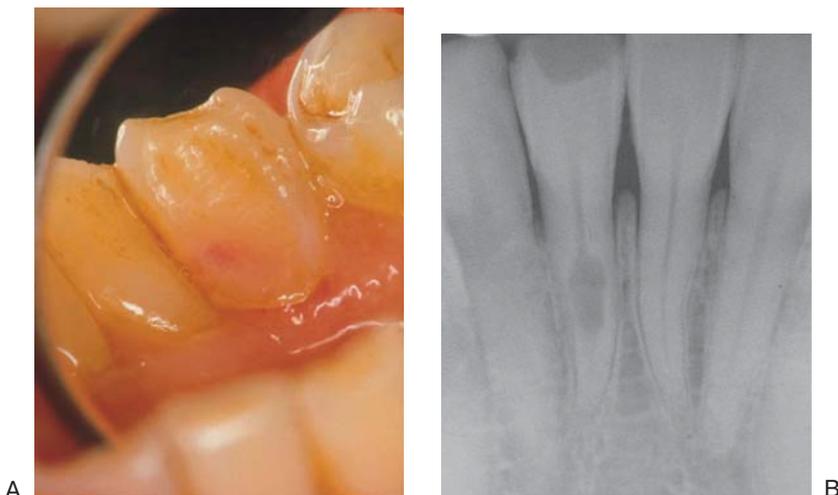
Внутренняя резорбция зуба. Клиническая картина (А) и рентгенограмма (В) (представлены два разных случая).
